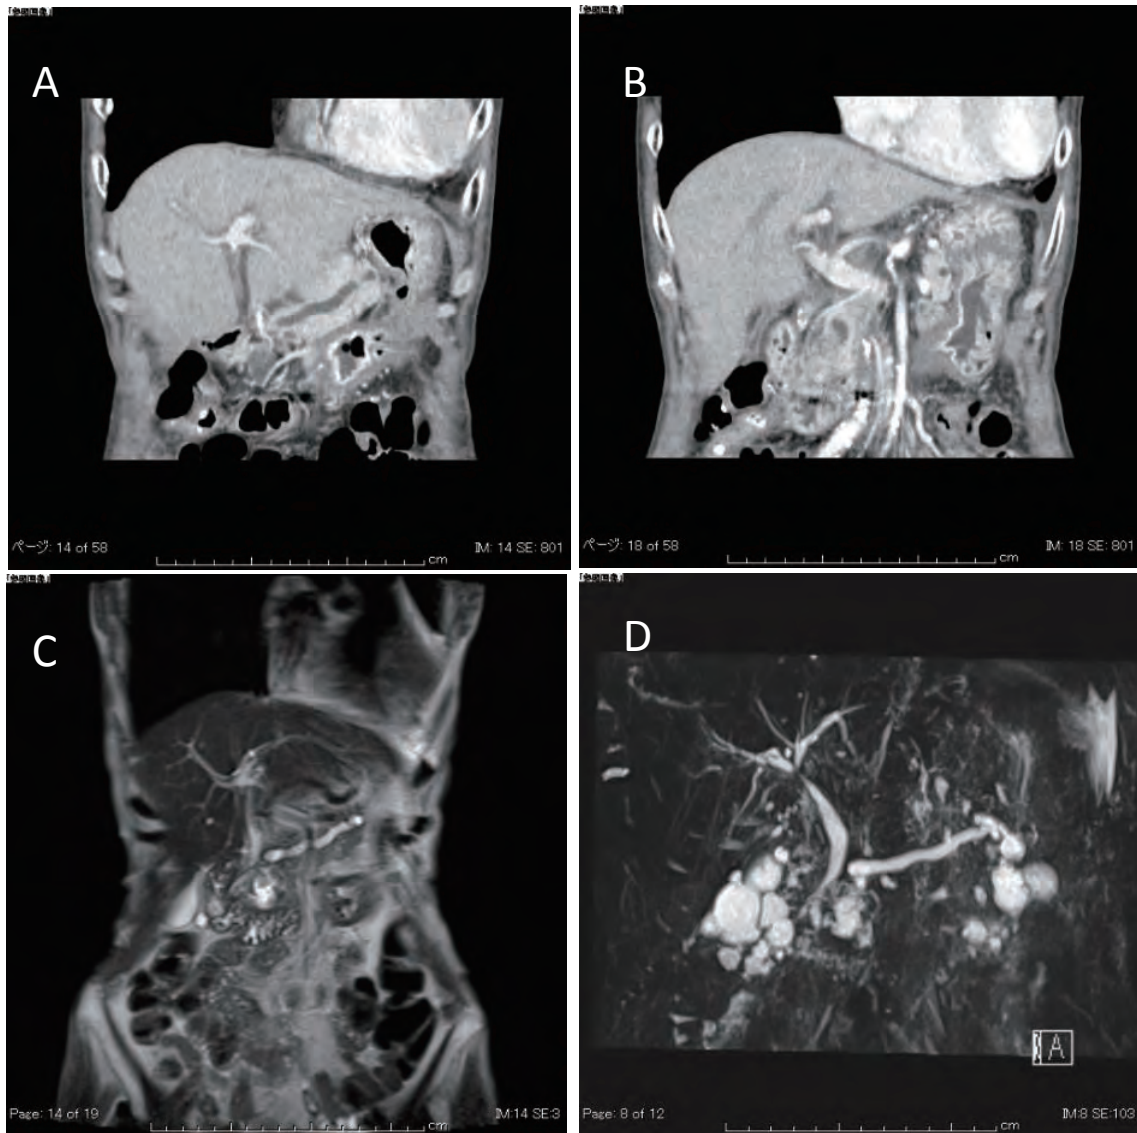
A (腹部造影CT) B (腹部造影CT) C (腹部MRI) D (MRCP)
